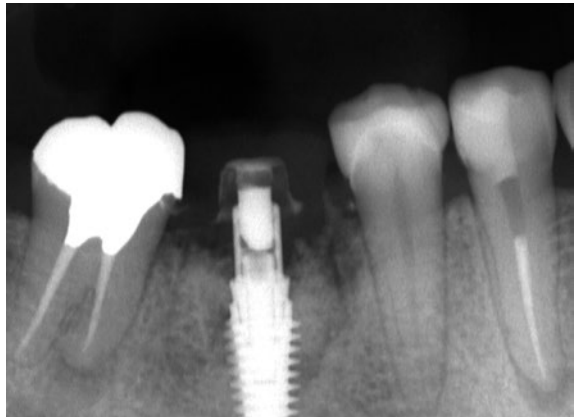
図 B-04 : インプラント埋入後のデンタルX線像。即時荷重を行った。
